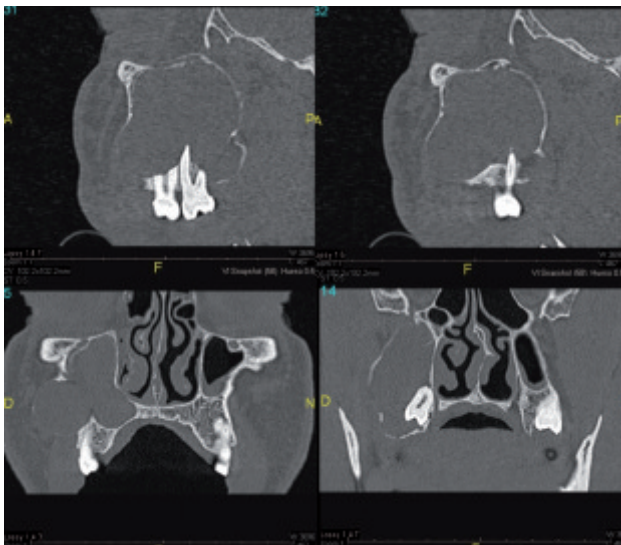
Cortes del TAC donde se observa la lesión
